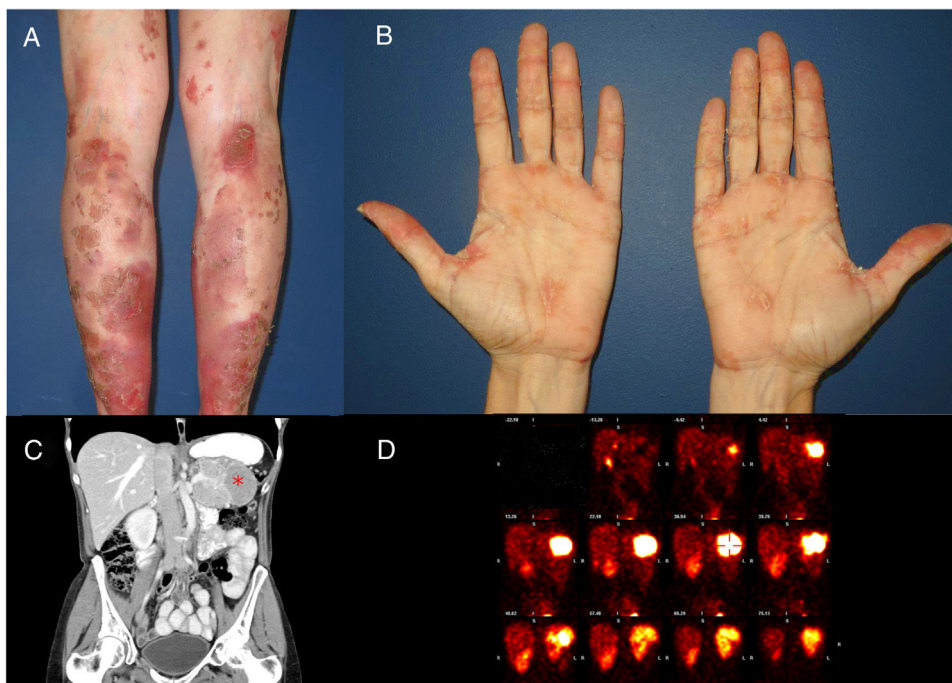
A) Placas anulares eritematovioláceas en ambas piernas, de bordes bien definidos y con despegamiento epidérmico central sugestivas de eritema necrolítico migratorio. B) Despegamiento epidérmico y descamación en ambas palmas. C) Tomografía computarizada: masa polilobulada en la cola pancreática de 82 × 53 × 61 mm (*) compatible con tumor primario pancreático. D) SPECT con radiofármaco ¹¹¹In-octreótido: proceso neoplásico en la cola del páncreas con receptores para la somatostatina sugestivo de glucagonoma.
